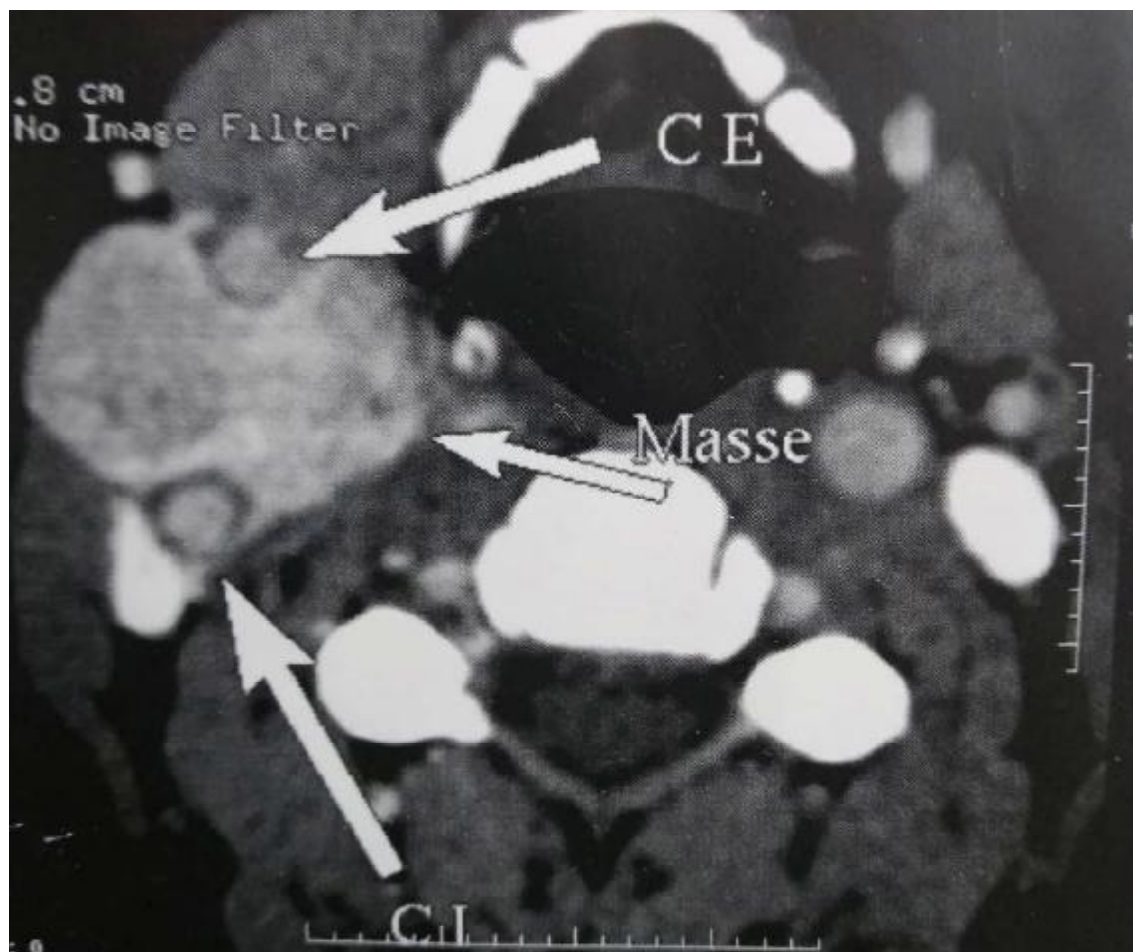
une coupe axiale d'une TDM montrant le paragangliome montré par une flèche = Masse, la carotide externe montré par une flèche en haut = CE et la carotide interne montré par une autre flèche en bas = CI.
